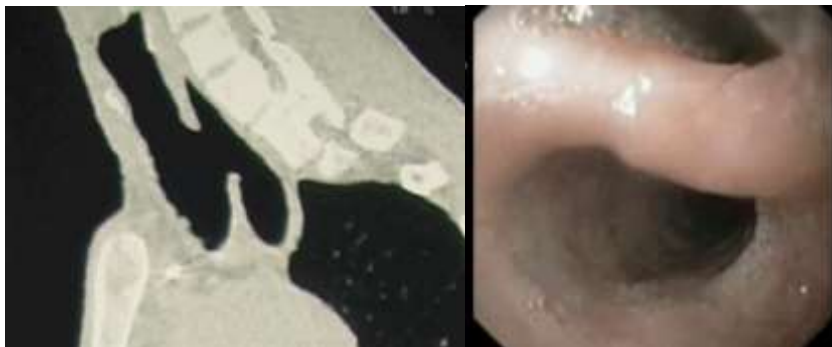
Пациент С., Данные КТ(органов грудной клетки) и ФБС.
